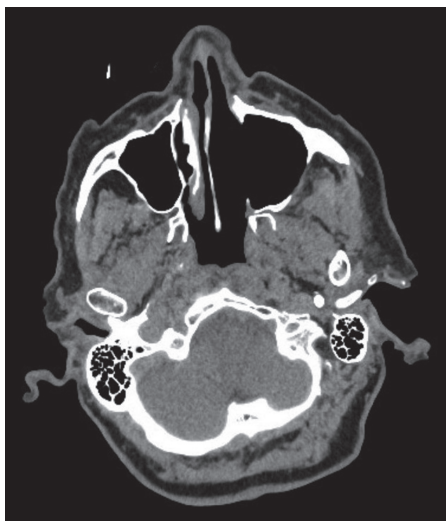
Cortes coronales y axiales del TC de control.
